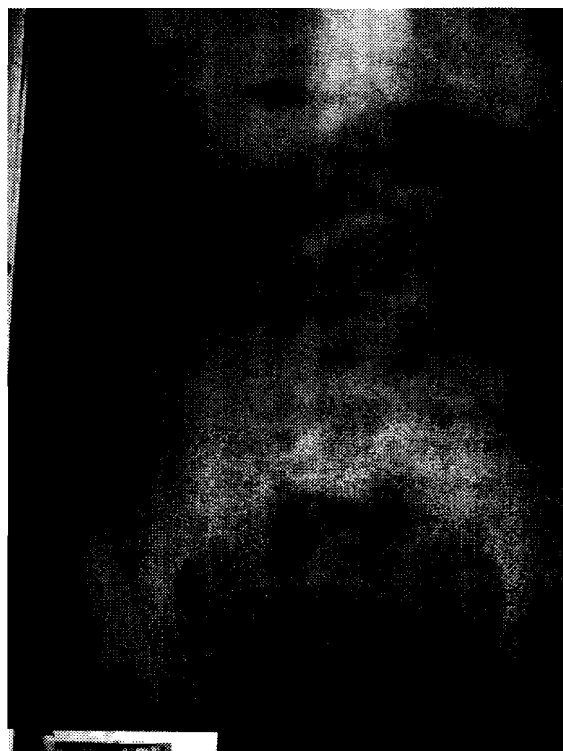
Radiografía de abdomen simple al ingreso. Niveles hidroaéreos y dilatación de asas intestinales altas.
